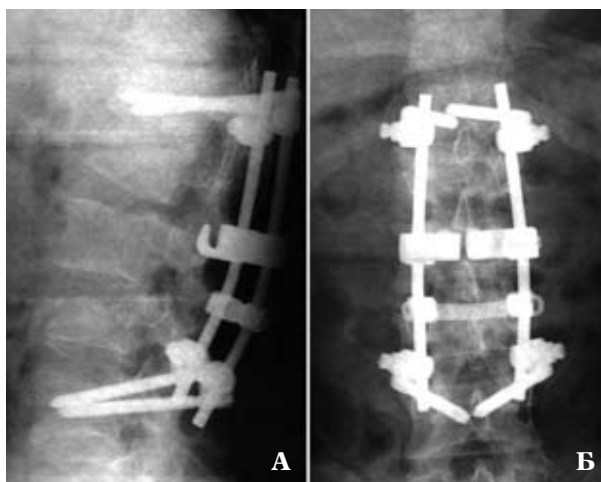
Рентгенограммы пояснично-крестцового отдела позвоночника в двух проекциях того же пациента в ранний послеоперационный период А — боковая проекция, Б — передне-задняя проекция
